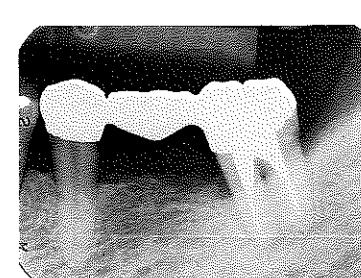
⑤⑥⑦ブリッジ装着時のX線写真。7の近心にはまだ不安が残る
